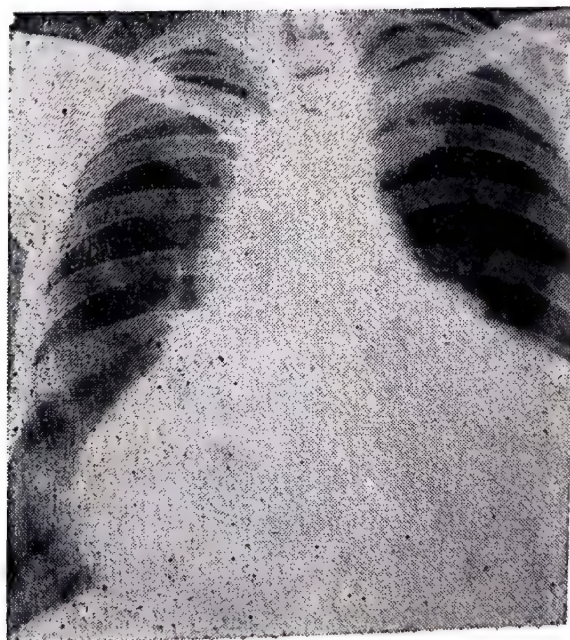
Teleradiografie toracică în poziție ortostatică și incidență P.A.; cord mult mărit, în special în sens transversal, cu pediculul vascular lărgit, la nivelul căruia se observă dublu contur (al vaselor și al lichidului). Radioscopic: pulsații absente.
